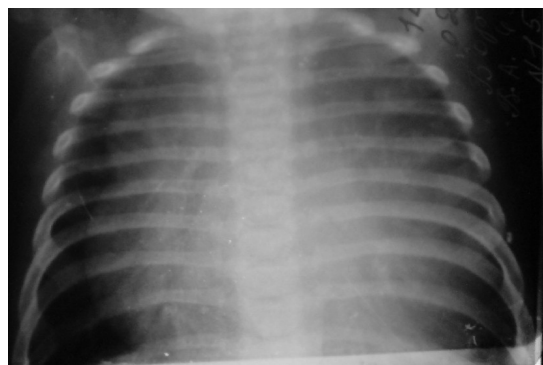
Рентгенограмма органов грудной клетки Варвары Б. от 18.06.2007 г.
